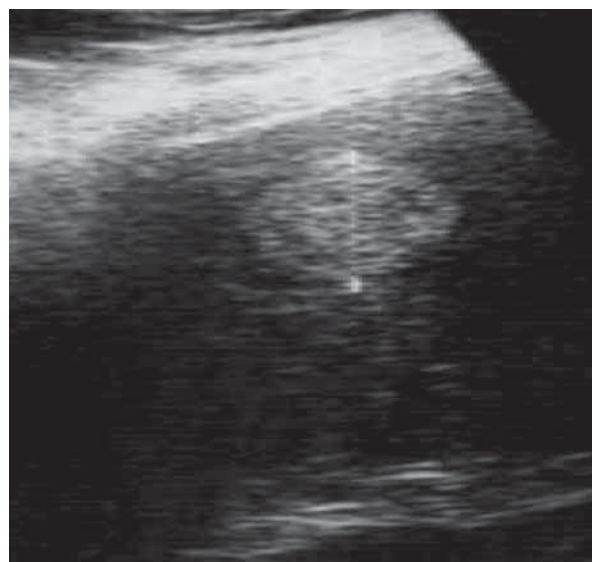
Ребенок Н., 7-е сутки. УЗИ желудка: нормальное раскрытие пилорического отдела желудка (а, б)
